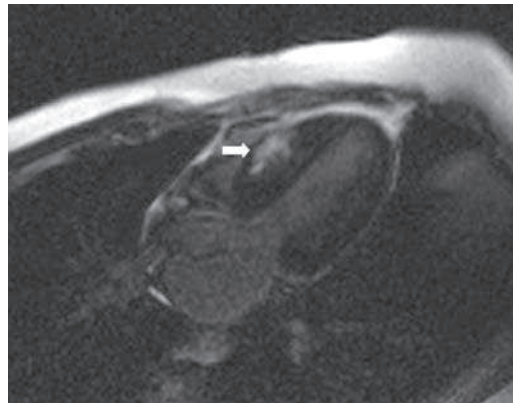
МРТ с отсроченным контрастированием при ГКМП. Виден очаг накопления гадолиния в миокарде гипертрофированной межжелудочковой перегородки (стрелка).
